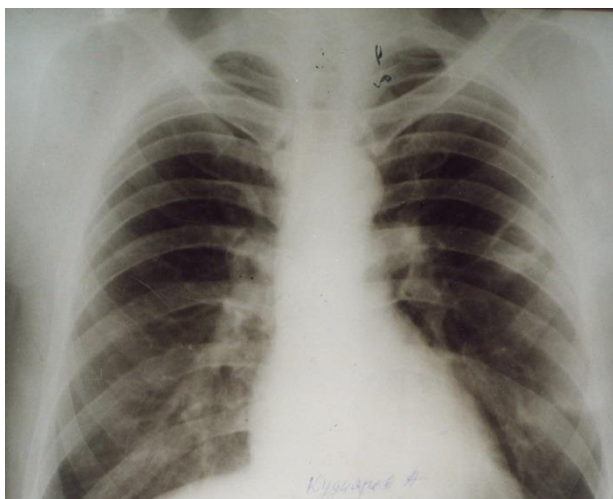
Рентгенограмма легких того же больного К. после лечения. Определяется сухая полость (булла) 2,0x2,5 см.
